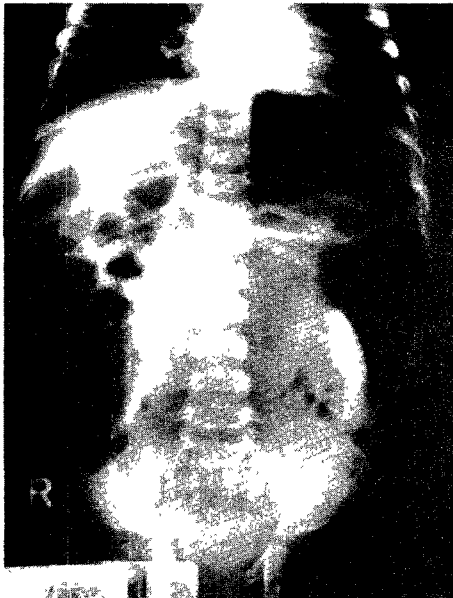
Left*; Plain roentgenogram of the abdomen in case 3 shows distended loops of intestine indicative of intestinal obstruction.
